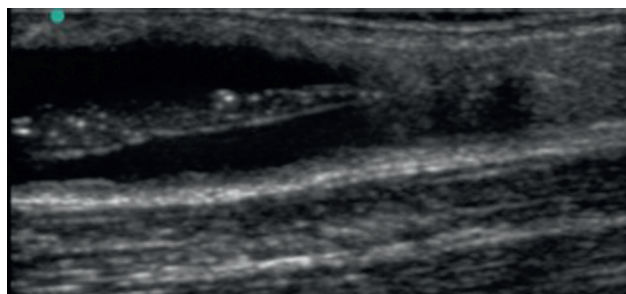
Aspect échographique d'une dissection pariétale secondaire à l'angioplastie d'une sténose d'une veine céphalique. Échographie mode B, coupe longitudinale.
